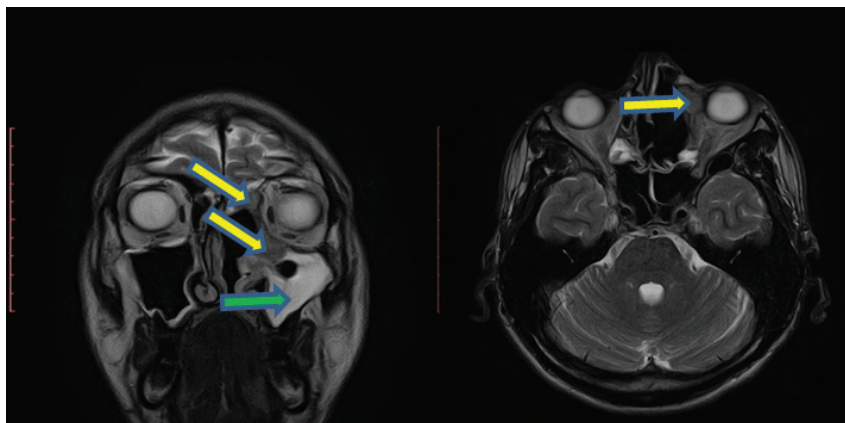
MRI with contrast enhancement of patient B. (32 y.o.) with IP of the left ethmoid, maxillary sinus, with compression of the left orbit. Coronal and axial view. On T2-weighted images the IP is characterized by a hypo-intense signal (indicated by yellow arrows). Exudate in the left maxillary sinus has a hyper-intense signal (green arrow)
